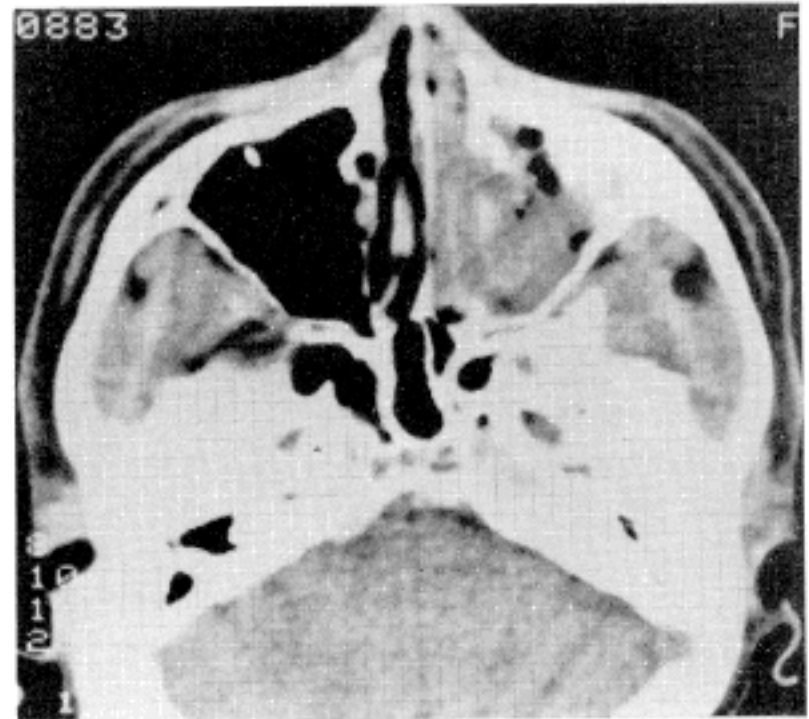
The head CT scan showing polypoid masses filling left ethmoidal sinus, left frontal sinus and left nasal cavity, extending into maxillary sinus.
